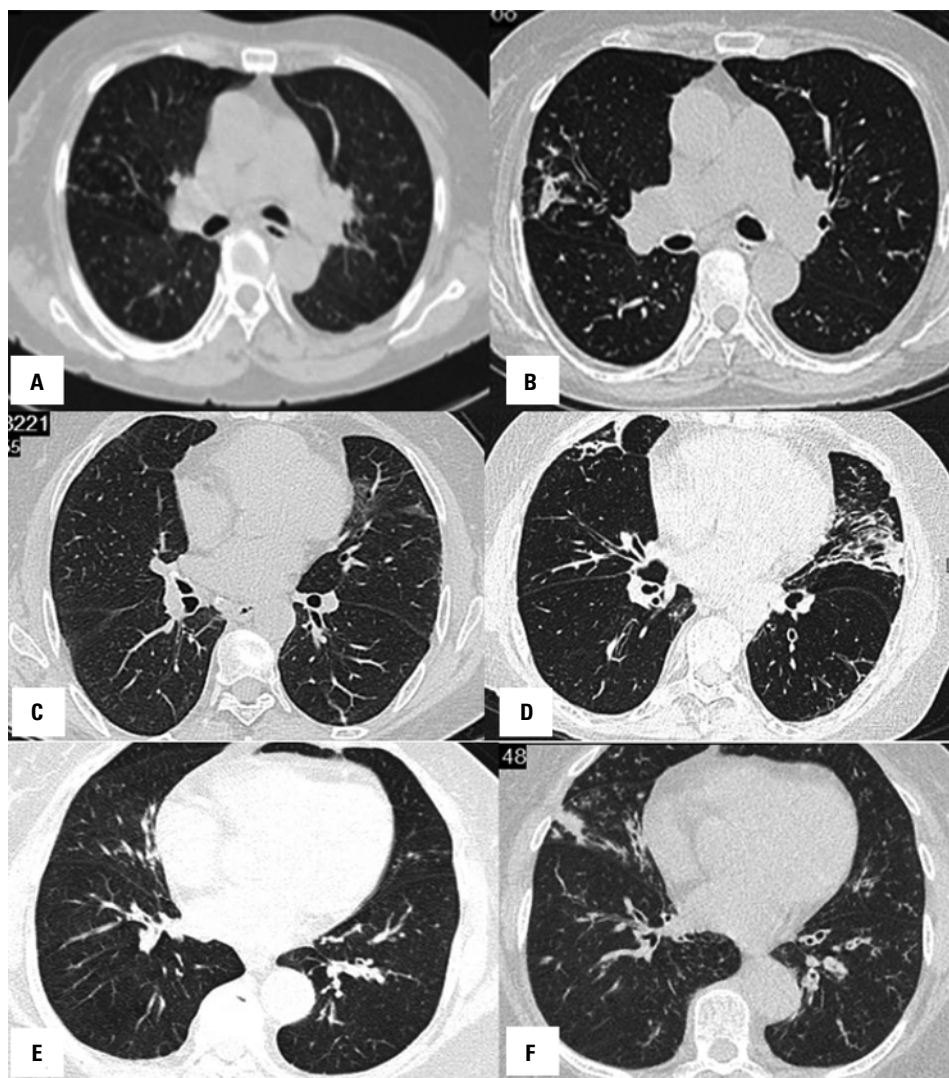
Przypadek 1: A — TK klatki piersiowej z 2013 roku, obraz prawidłowy; B — TK klatki piersiowej z 2015 roku ujawniającej cylindryczne rozstrzenia u podstawy obu płuc. Przypadek 2: C — TK klatki piersiowej z 2013 roku przedstawiająca niespecyficzne zmiany oskrzelowe; D — TK klatki piersiowej z 2017 roku z cylindrycznymi rozstrzeniami w obu dolnych płatach. Przypadek 3: E — TK klatki piersiowej z 2014 roku z obrazem wczesnych rozstrzeni oskrzeli; F — TK klatki piersiowej z 2016 roku, wskazująca na progresję rozstrzeni
